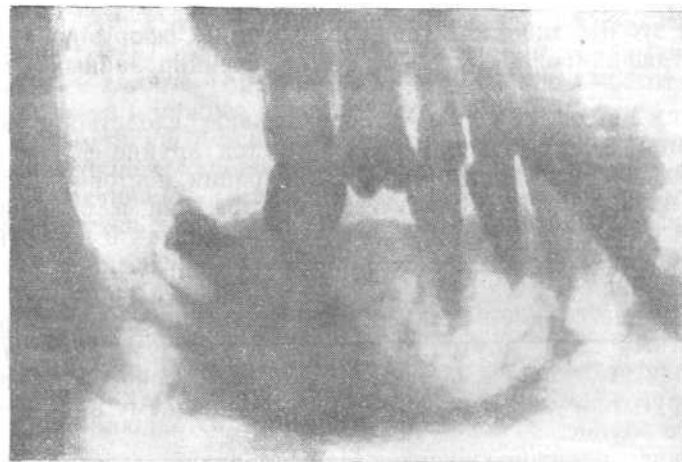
Рентгенологическая картина внутрикостной гемангиомы нижней челюсти.
